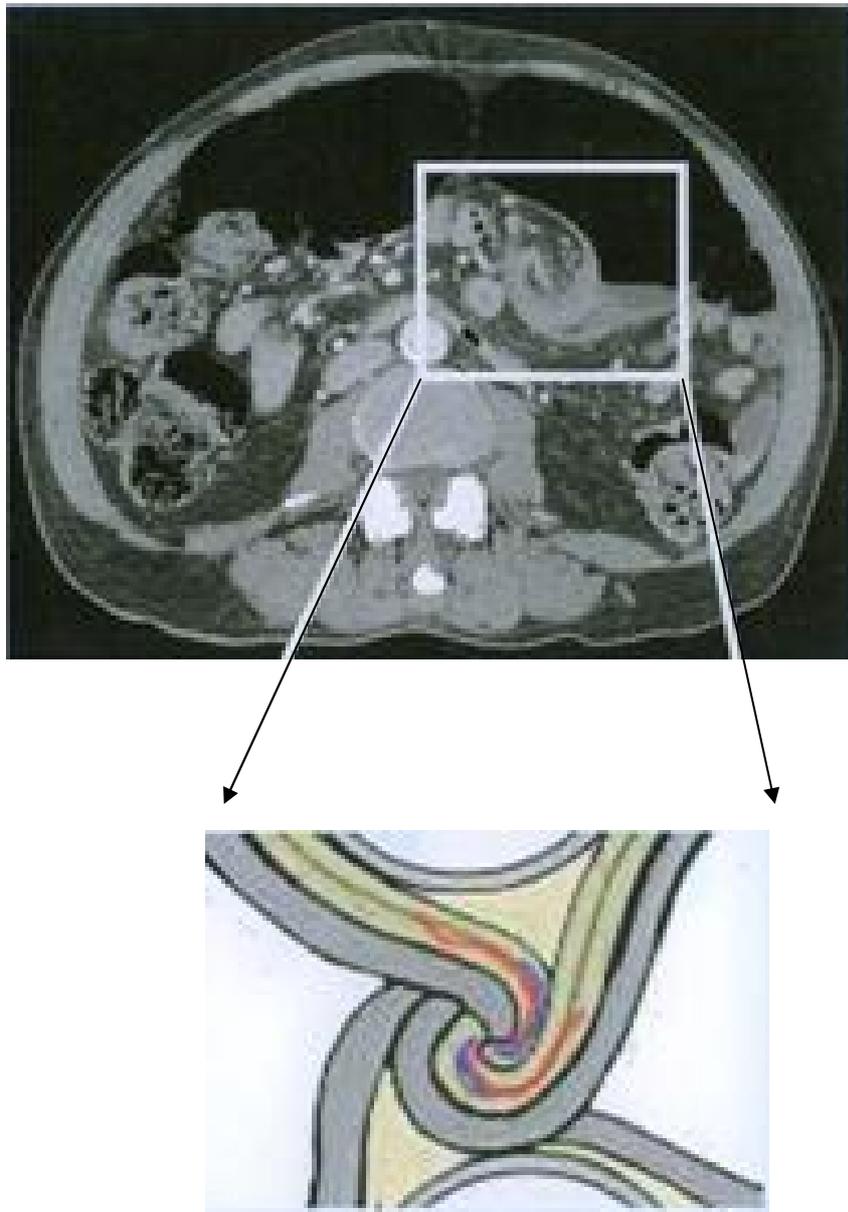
Coupe TDM montrant un Volvulus du côlon sigmoïde avec un « Whirl Sign »
